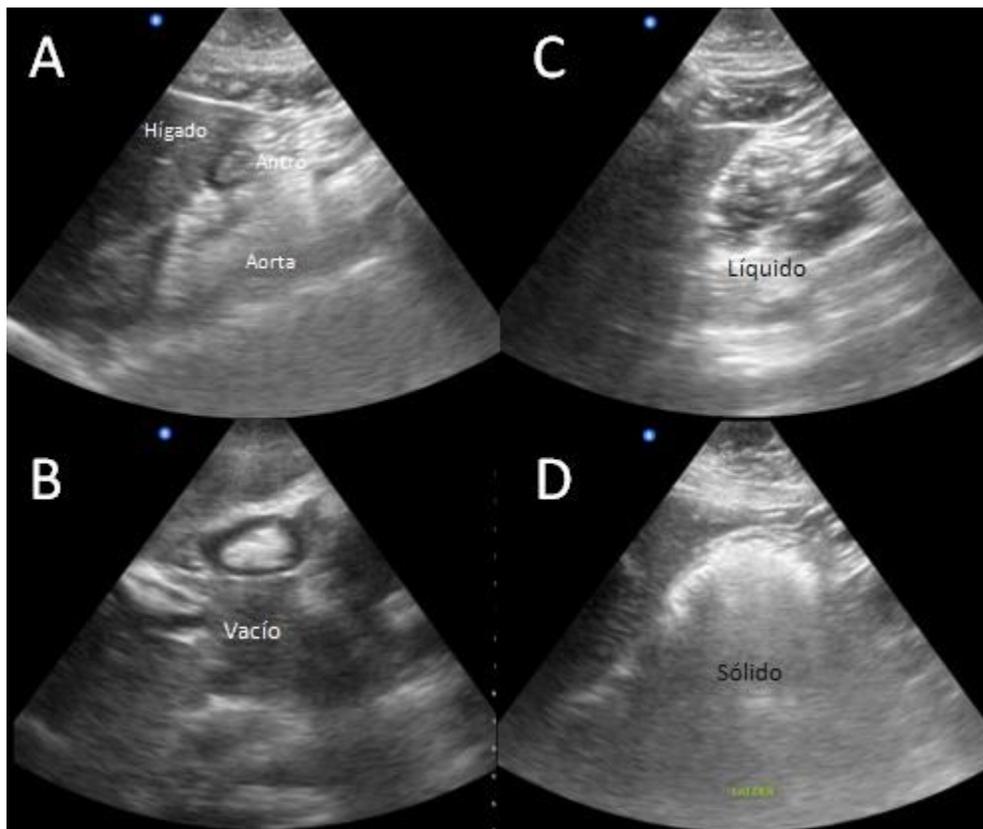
Ultrasonido gástrico con descripción anatómica (A), antro gástrico vacío con imagen de diana (B), antro gástrico con líquido con imagen de cielo estrellado (C), antro gástrico con sólido con imagen de vidrio escarchado.
